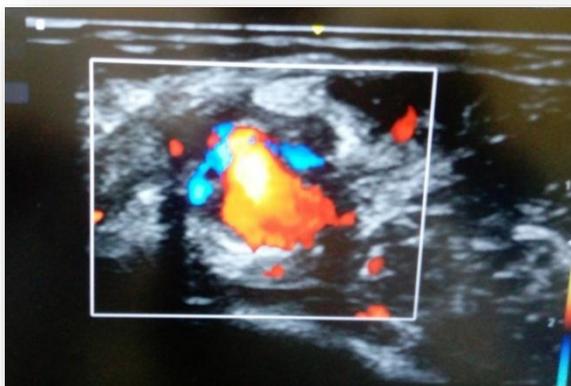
Echographie en mode doppler-couleur montrant une vascularisation partielle de la masse, avec épaissement pariétal par endroit
